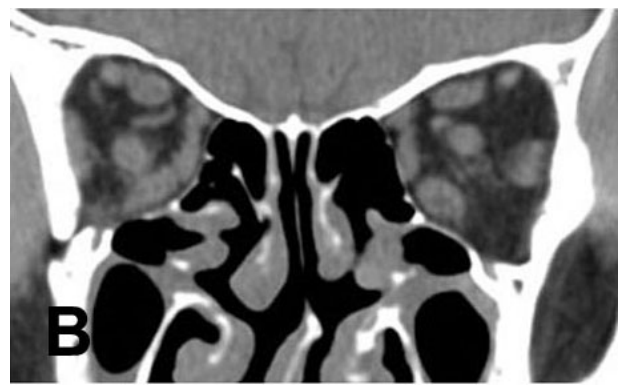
Orbital CT findings at 3 months after diagnosis. On axial and coronal views, tumor-like lesion of both orbits are not noted anymore.
